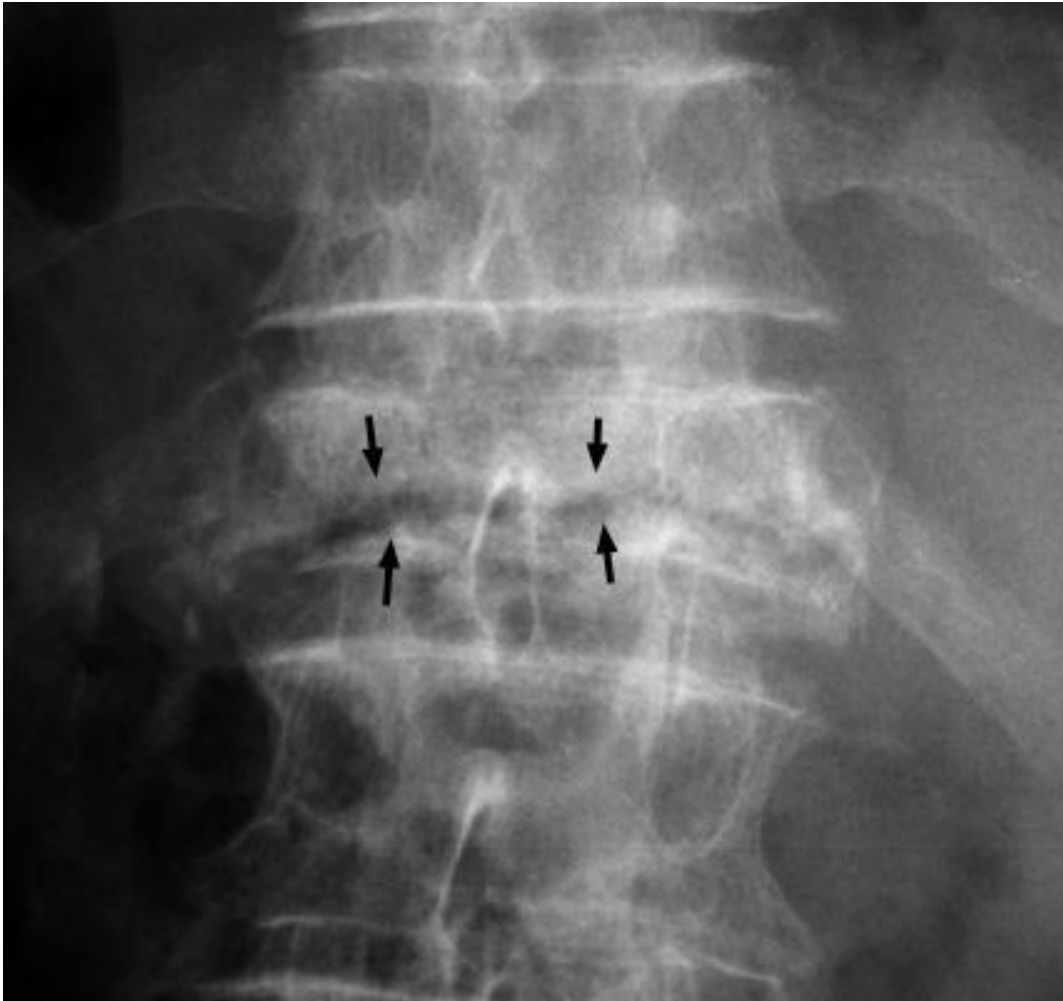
117. Radiografía frontal de la columna, hay una línea radiolúcida horizontal dentro una vértebra colapsada, paciente con fractura por necrosis ósea isquémica.
